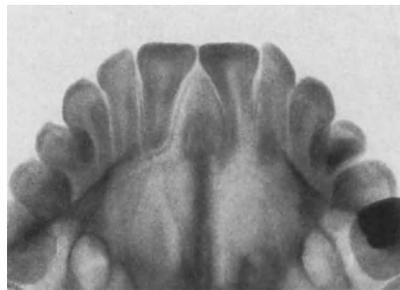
(gehört zu Abb. 101–104). Röntgenbild, Gaumenaufsicht des Oberkiefers, das die Zahnstellung 14 Jahre nach Vornahme der gewaltsamen Richtigstellung von 111 zeigt.
